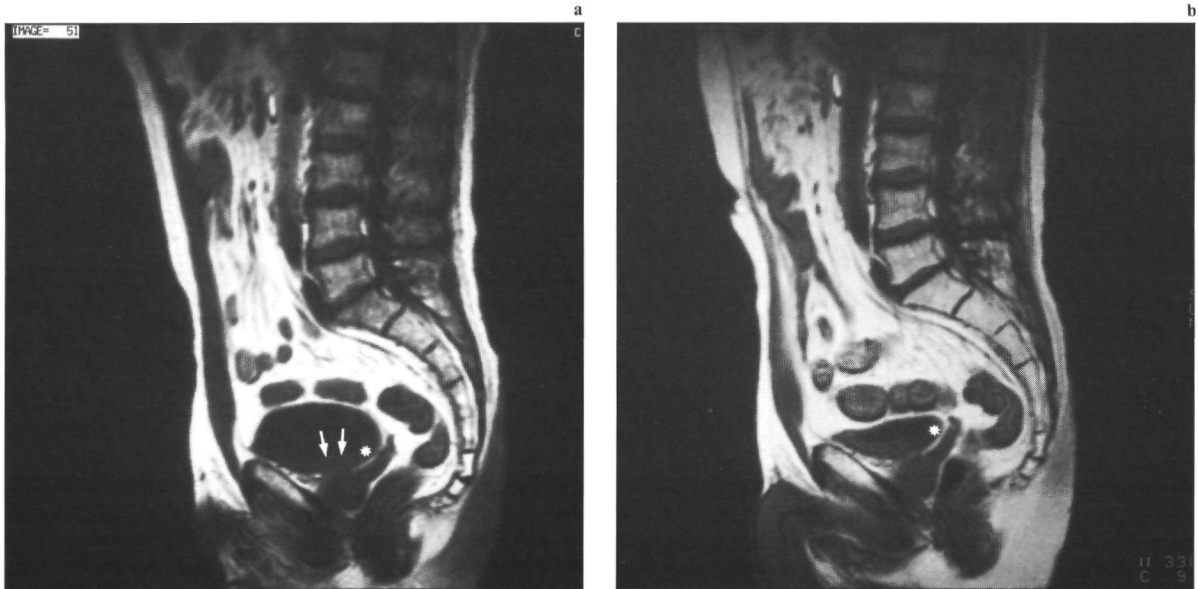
(a) Op de MRI-opname (1,5 T; SE/750/30/2) is in urineblaas ter plaatse van de bodem een tumor zichtbaar (pijlen). (b) Deze tumor is op de MRI-opname met lege urineblaas (identieke instelling en parameters) door contractie van de M. detrusor niet te onderscheiden; (*) = plica interureterica.
